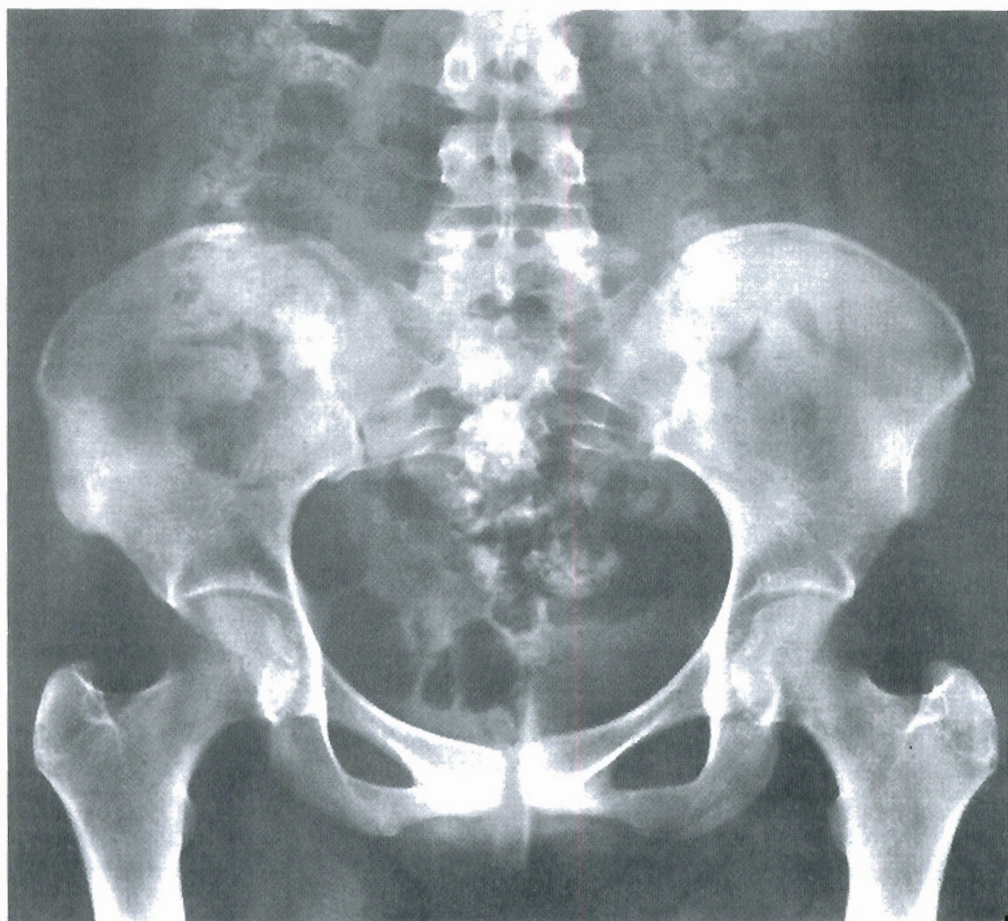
■ Radiografía de la pelvis de un sujeto adulto que muestra la interlínea sacroilíaca.
